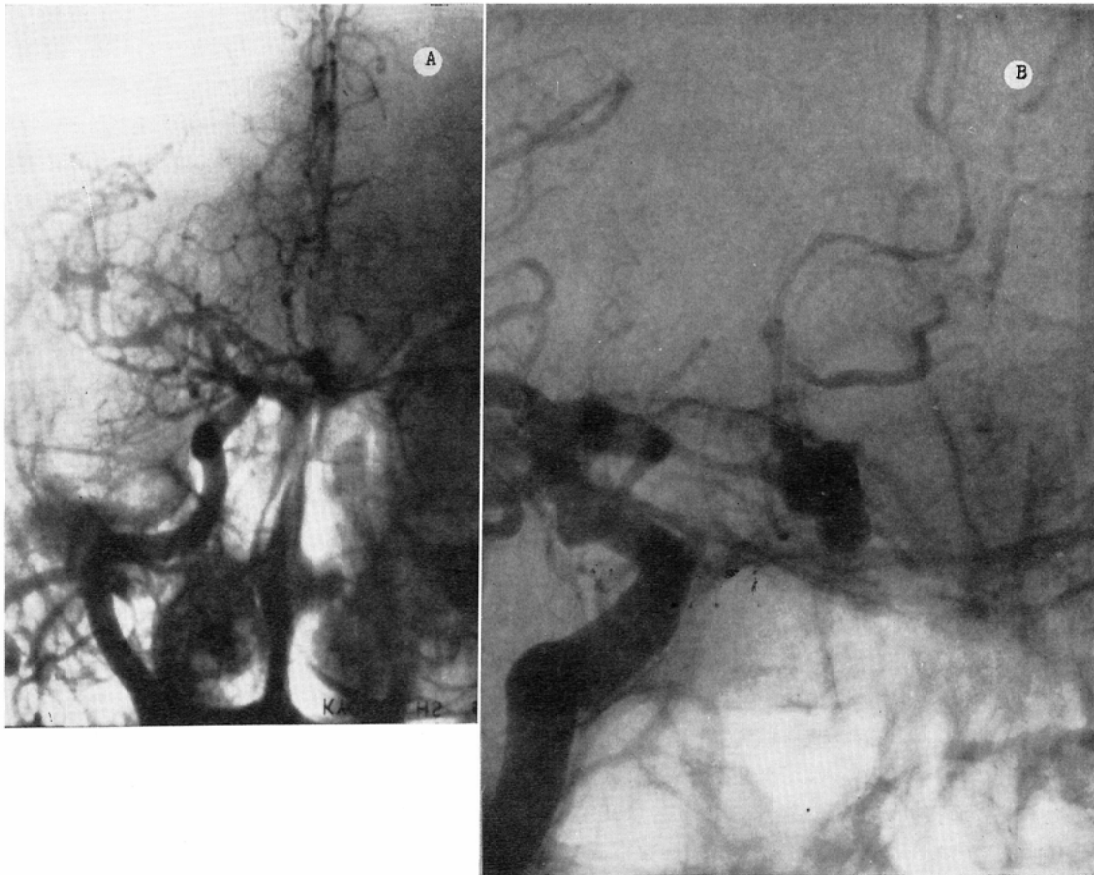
A 57 year-old woman. Left Anterior Communicating Arterial aneurysm was shown. A; normal radiograph, in antero-posterior view. B; direct magnification radiograph, in oblique view. By the magnification angiograms the margin of the aneurysm and irregularly indentating anterior cerebral arteries were clearly observed. This irregular vessel was proved to show vascular spasms by neurosurgical operation.
